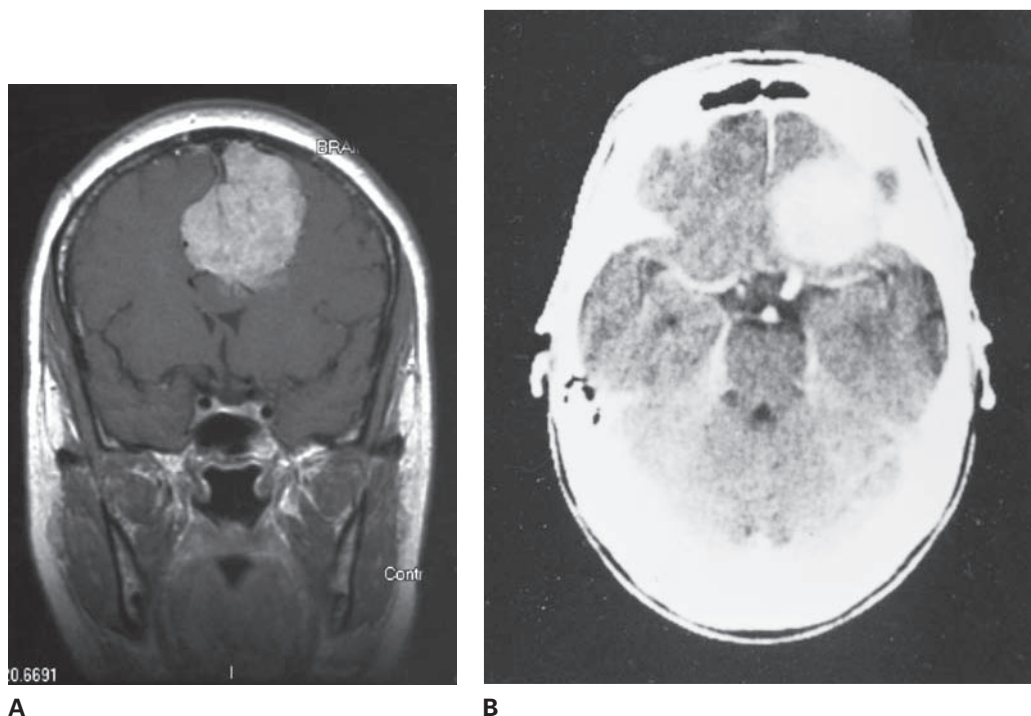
A, meningioma de la hoz cerebral, MRI con gadolinio. B, meningioma del ala del esfenoides. Tomografía por computadora intensificada con contraste.
